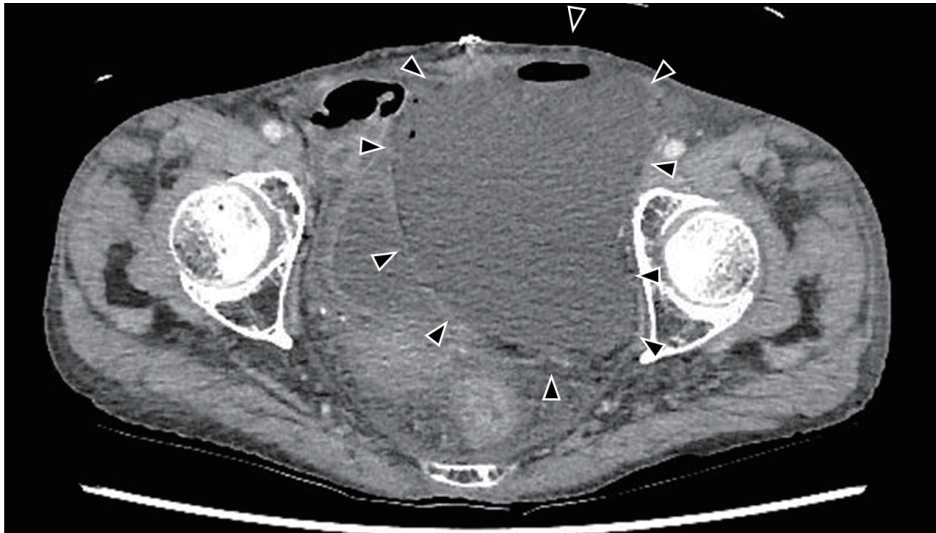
胸腹部造影 CT 検査所見 (術後 6 日目)
